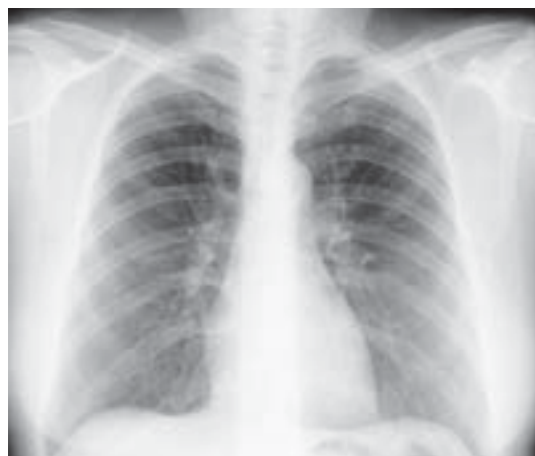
Radiografía posteroanterior de tórax sin alteraciones evidentes
